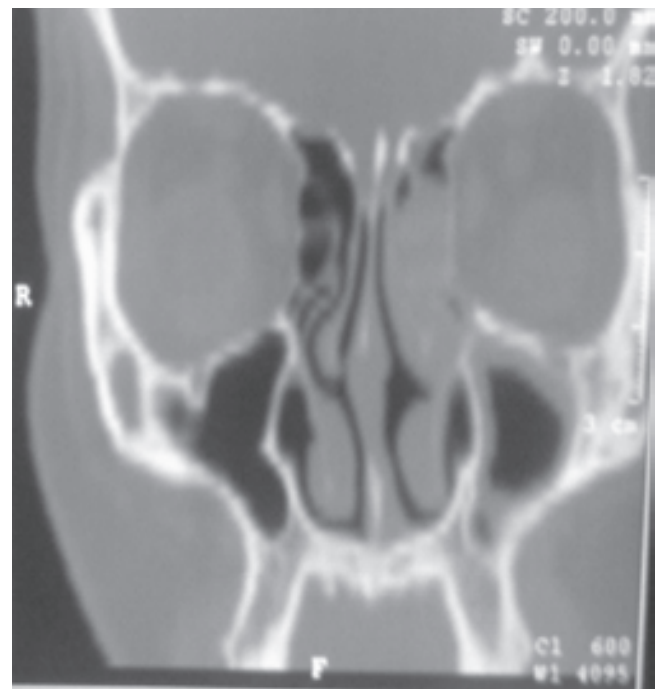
Corte coronal de tomografía computada donde se observa ocupación por densidad de tejidos blandos parcial de fosa nasal izquierda en contacto con lámina papirácea ipsilateral y engrosamiento del maxilar.
